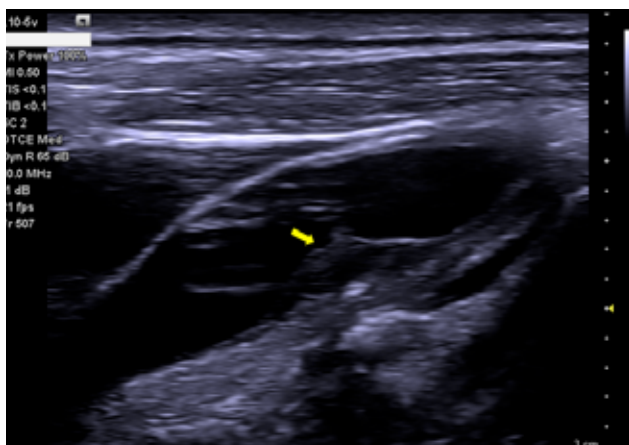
SEQ Figura* ARABIC 1: Ecografia dos vasos do pescoço modo B. Presença de placa aterosclerótica fibrótica com capa calcificada ulcerada (seta), presente no bulbo carotídeo/ emergência da carótida interna direita.
